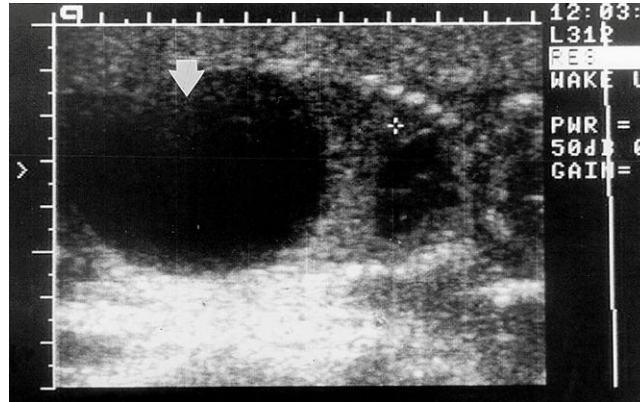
Ecografía correspondiente a un feto de sexo masculino y 18 semanas con megavejiga (vejiga aumentada de tamaño) causada por la presencia de válvulas uretrales posteriores. La cruz se localiza en el cuarto espacio intercostal, que es el nivel hasta donde ha llegado el diafragma elevado por la vejiga fetal muy aumentada de tamaño (flecha; color negro = orina). En este caso, el feto sobrevivió debido a la colocación en el interior de la vejiga fetal de un catéter de drenaje «en cola de cerdo», lo que permitió la eliminación de la orina hacia la cavidad amniótica. (Por cortesía del doctor C.R. Harman, Department of Obstetrics and Gynecology and Reproductive Health, University of Maryland Medical Centre, Baltimore, MD.)
